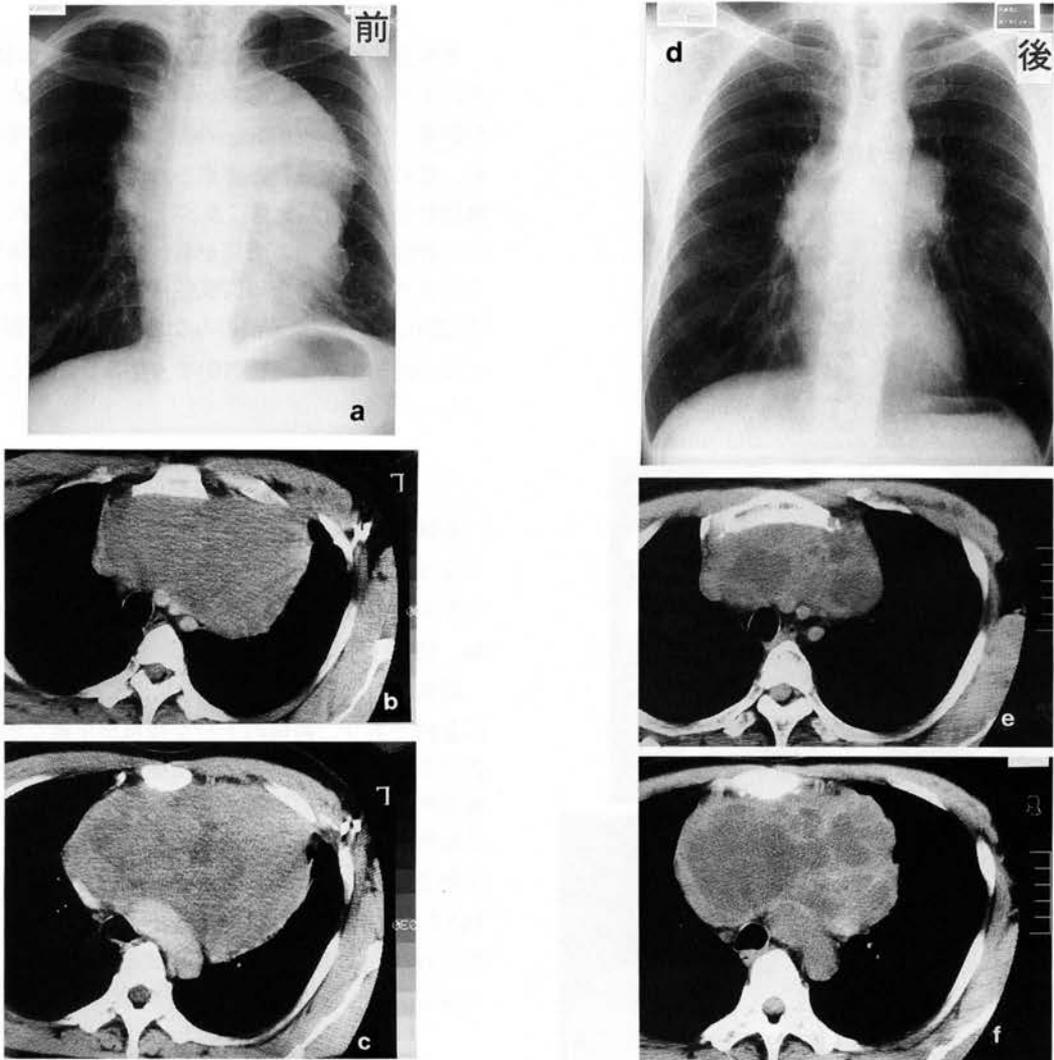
KH、40才、男。胸部単純写真及びCT(腹臥位)。放化疗前(a、b、c)と放化疗後(d、e、f。CDDP 200mg、BLM 30mg、ADM 100mg、VP-16 150mgの3クール)。巨大腫瘍のため仰臥位不能(b、c)であったが、術前療法によりPRを得たのち卵巣癌の全切除、心嚢、舌区部分及び左横隔神経、左腕頭静脈合併切除が行われた。
